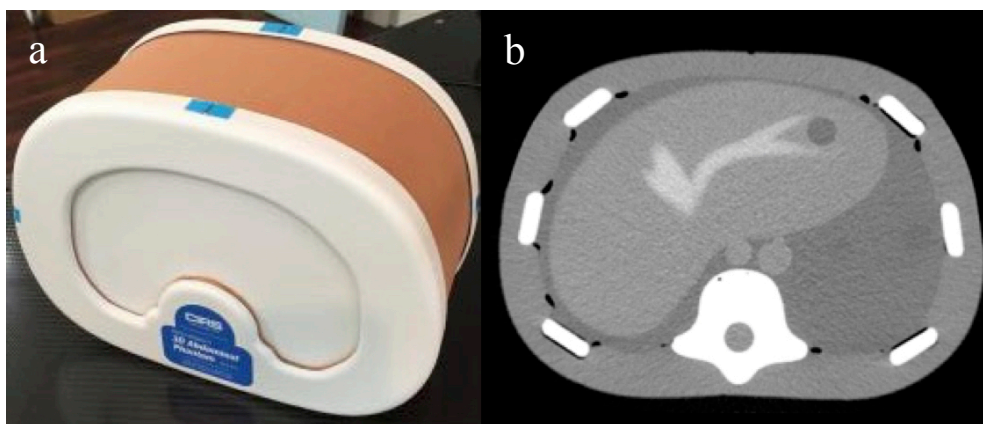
3D 腹部ファントム (a: ファントムの外観, b: ファントムの CT 画像)
